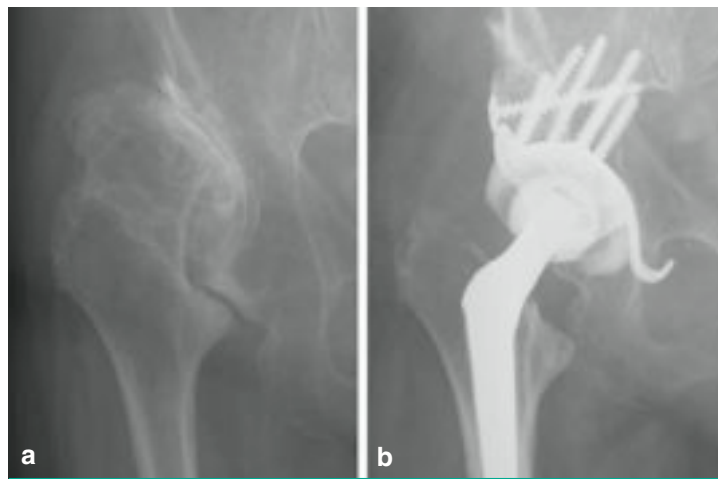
a) Auf dem präoperativen Röntgenbild erkennt man eine Dysplasiecoxarthrose II° nach Crowe. b) Ein Jahr postoperativ liegt eine stabile Verankerung des Stützring nach Ganz vor, die knöchernen Transplantate sind vollständig integriert.
